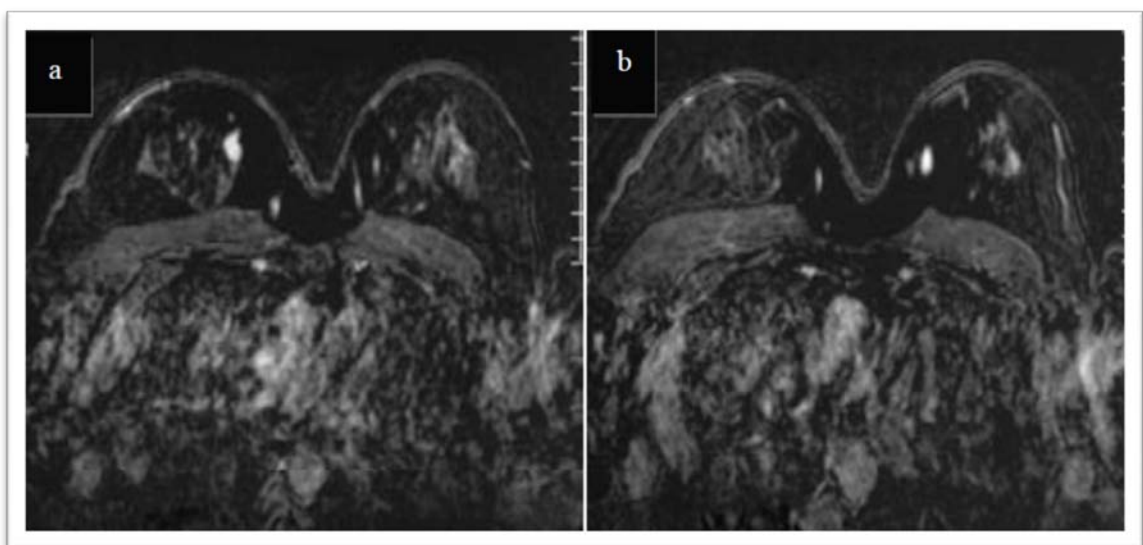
Sémiologie IRM d'un CLI .[143]
